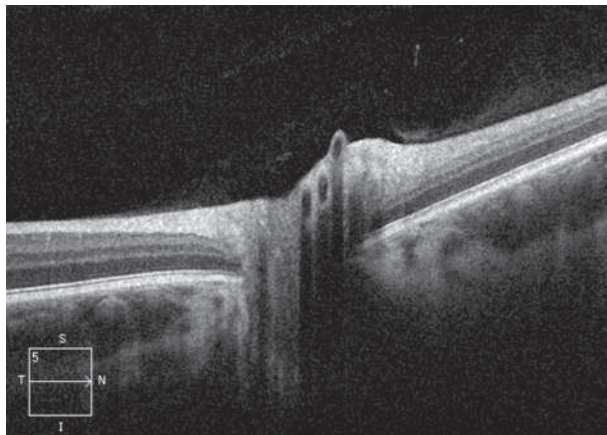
Оптическая когерентная томография области ДЗН. Отслойка стекловидного тела с частичной тракцией сетчатки. Правый глаз
